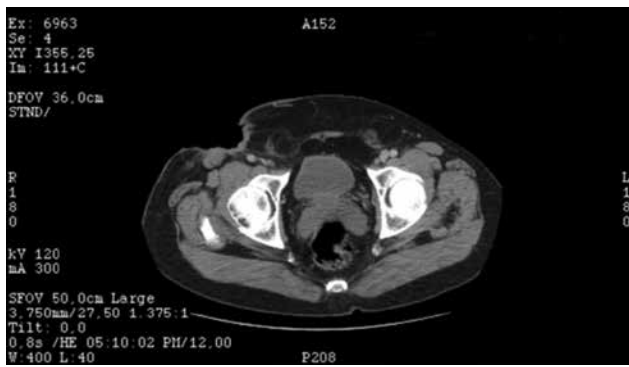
Imagen de TAC del área afectada, se observa lesión ulcerosa, aumento de volumen, sin involucro ganglionar u óseo.
